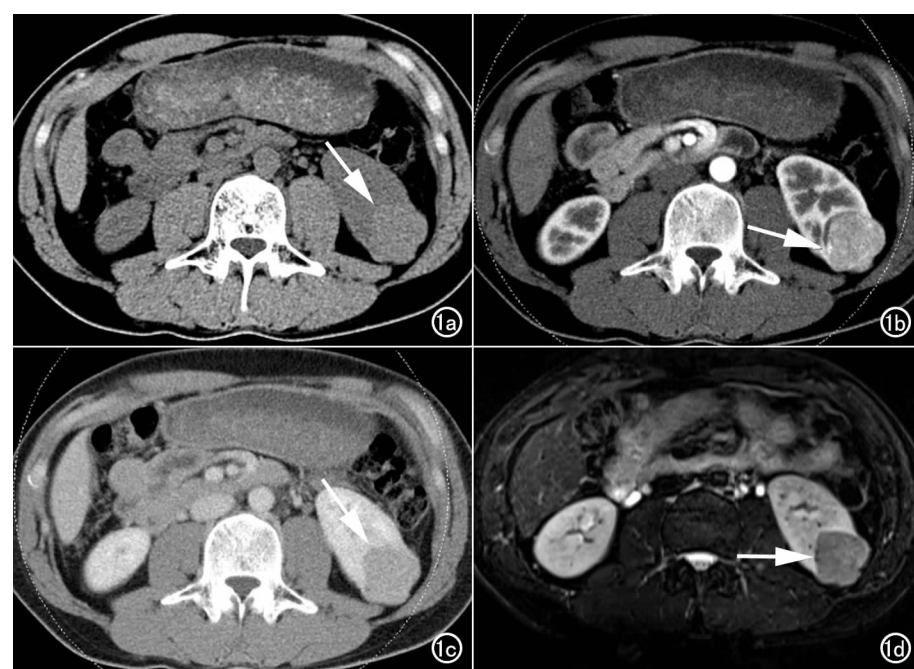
左肾平滑肌瘤型血管平滑肌脂肪瘤。a) CT平扫示一不规则均匀略高密度灶,表面呈分叶状,CT值46HU,可见劈裂征(箭);b) 皮髓质交界期病灶中等程度强化,边缘及内部可见血管影(箭),CT值107.7HU;c) 肾实质期病灶强化程度明显减退,呈均匀相对低密度(箭),CT值94HU;d) 磁共振T₂WI病灶呈均匀低信号,可见流空的血管影(箭)。
